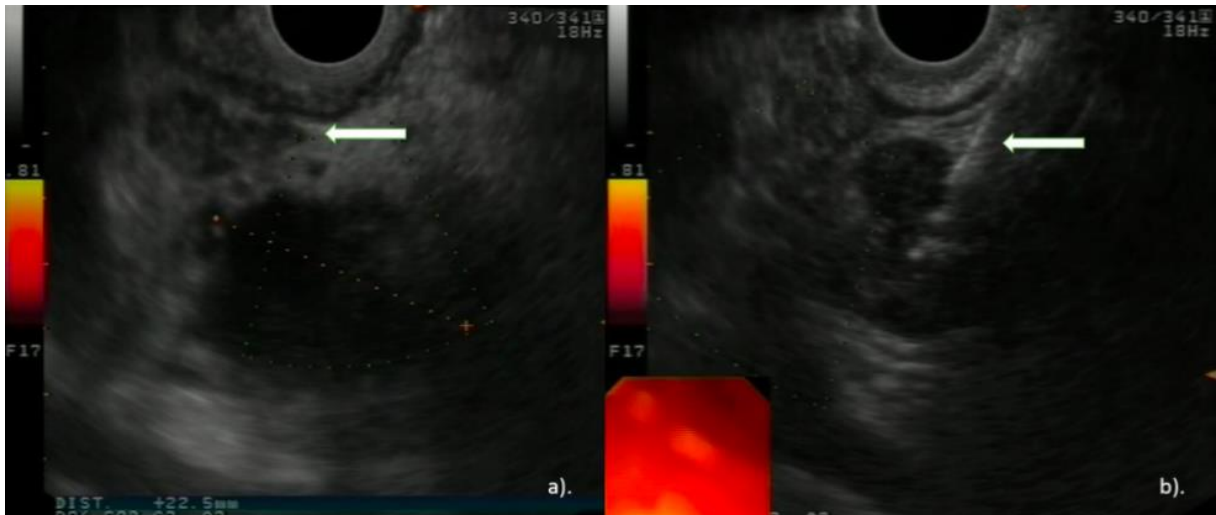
(a) Endosonographie von einem 22mm BD-IPMN im Pankreaskopf, ohne intramurale Knoten und einem kleinen (<1cm) unsignifikanten peripancreatischen Lymphknoten (Pfeil). (b) EUS- Feinnadelpunktion mit Flüssigkeitsaspiration (EUS-FNA) für die biochemische und zytologische Analyse (Pfeil: Feinnadelpunktion durch das Pankreasparenchym zum IPMN) (Azzopardi, 2014)
